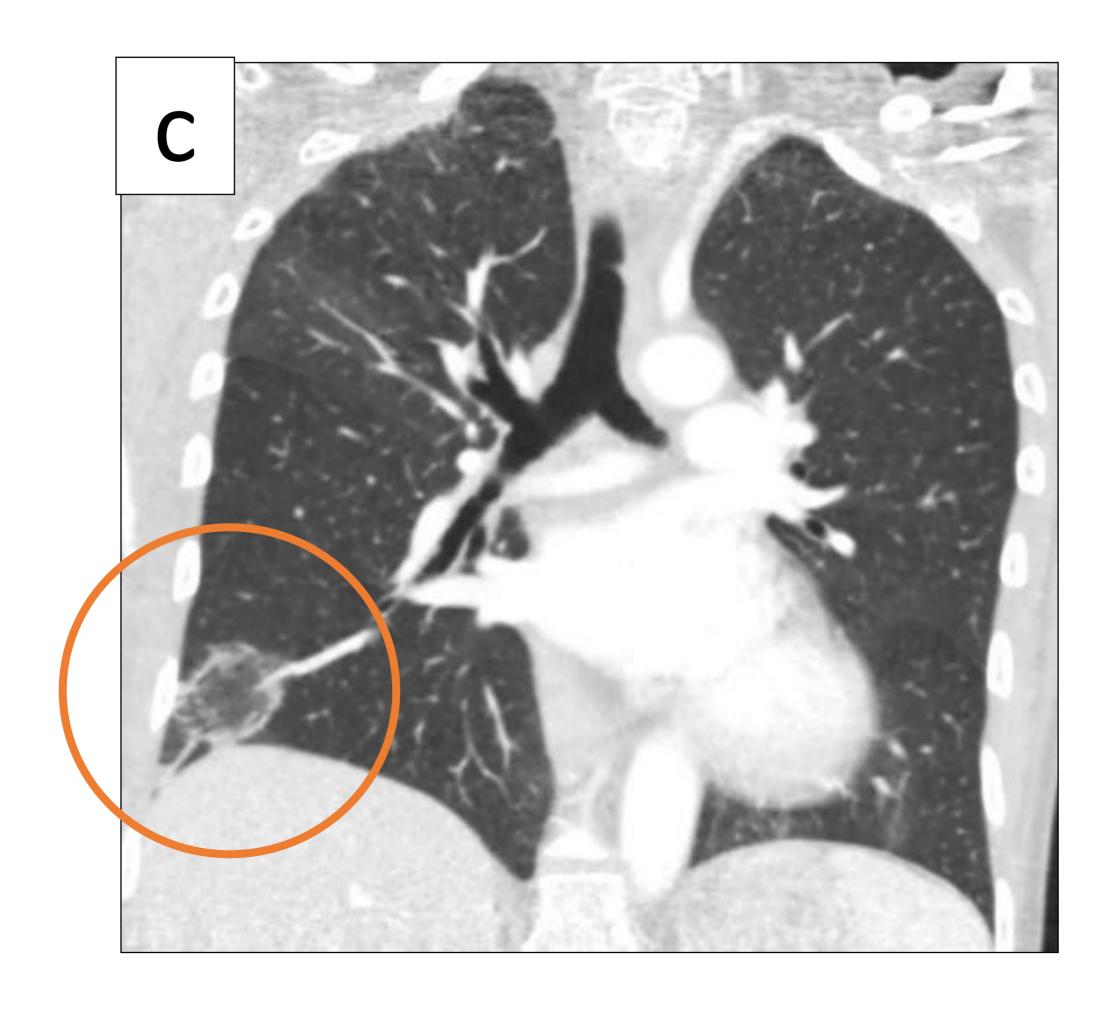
TC de tórax con ventana pulmón en paciente con ATCD de cáncer de mama.
